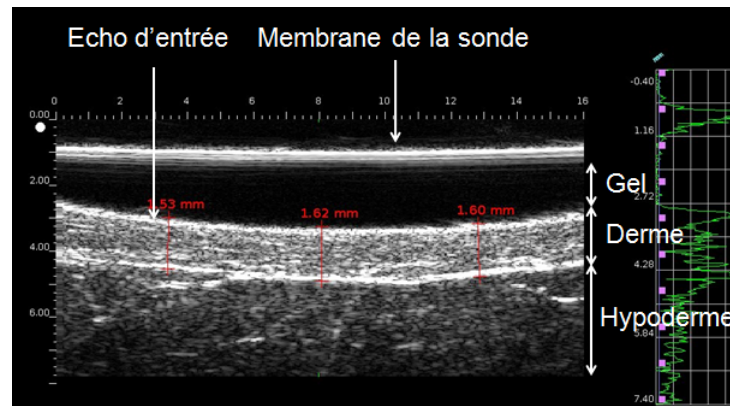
Exemple illustrant une image échographique obtenue lors de la mesure de l'épaisseur du derme
